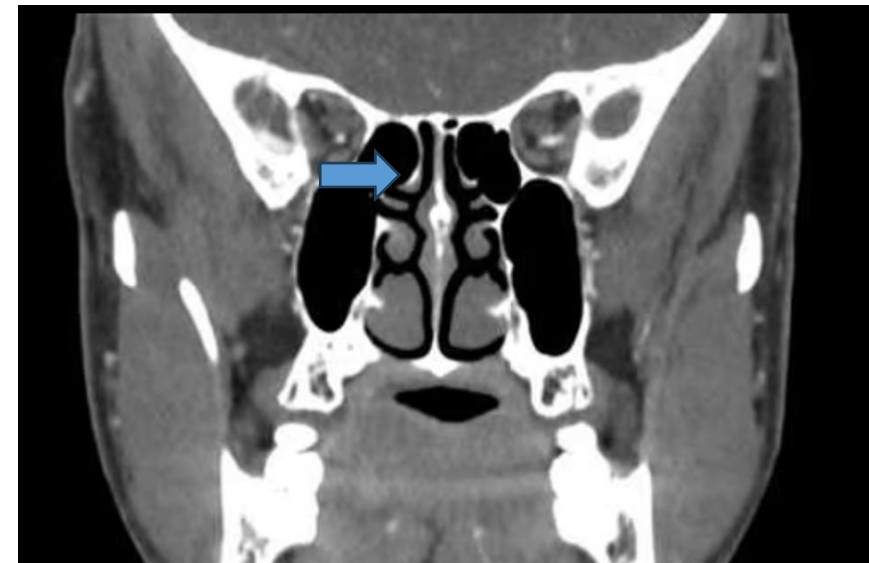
TC craneal reconstrucción coronal, mostrando ejemplo de cornetes supremos.
